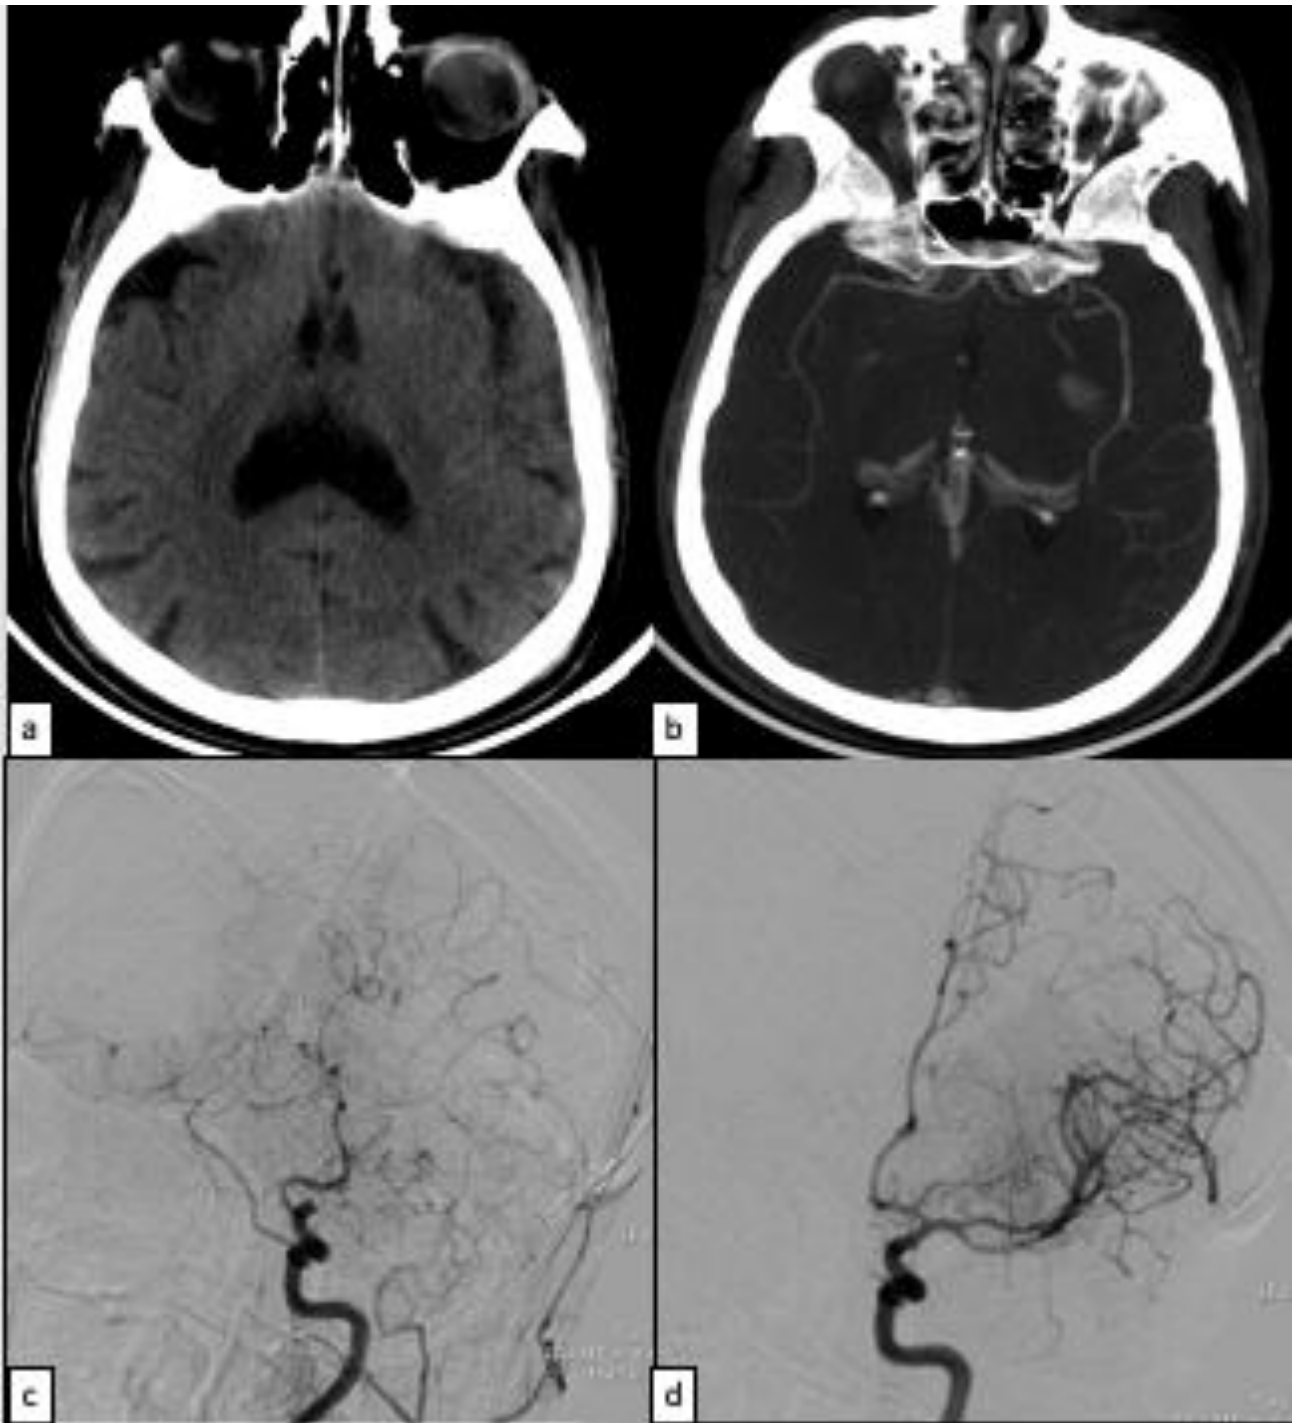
patiente de 74ans admise pour hémiparésie droite aiguë. Angioscanner cérébral (a, b) effacement des noyaux lenticulo-caudés gauches avec un ASPECT a 8 associé à un thrombus de T carotidien gauche.
